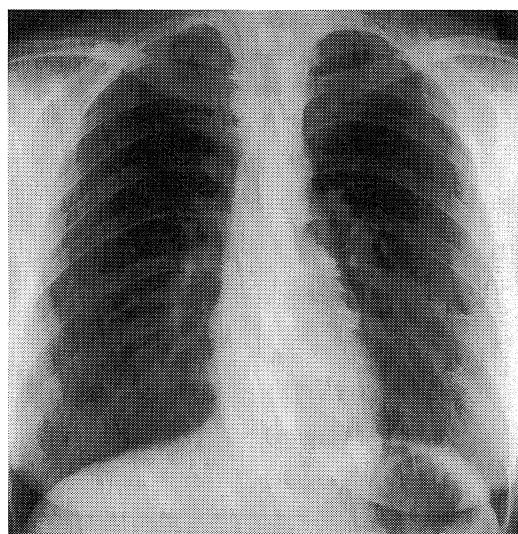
Chest X-ray on admission shows no abnormal findings.
